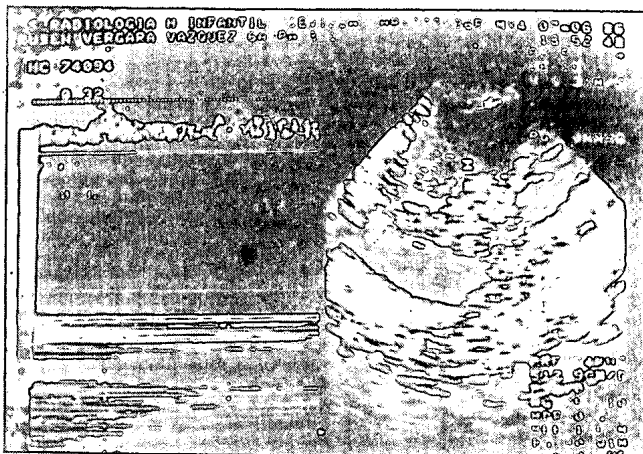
Mitad derecha de la imagen: Ecografía sectorial de injerto renal normofuncionante. Cursor en columna de Bertin. Mitad izquierda: Curva tipo «duna».
